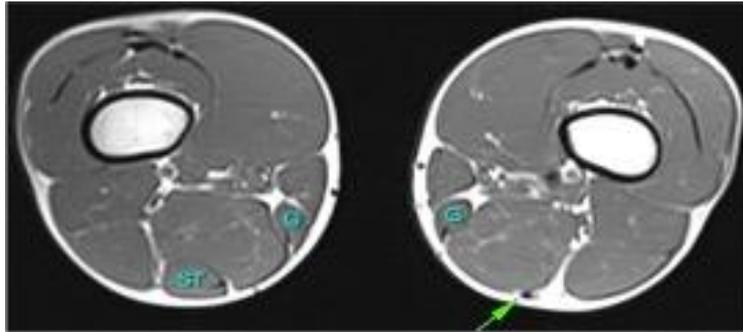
Transversalebene einer MRT-Untersuchung von beiden Oberschenkeln. Patient mit akzidenteller Semitendinosussehnentnahme am linken Kniegelenk (grüner Pfeil). ST = Semitendinosusmuskel, G = Gracilismuskel.
